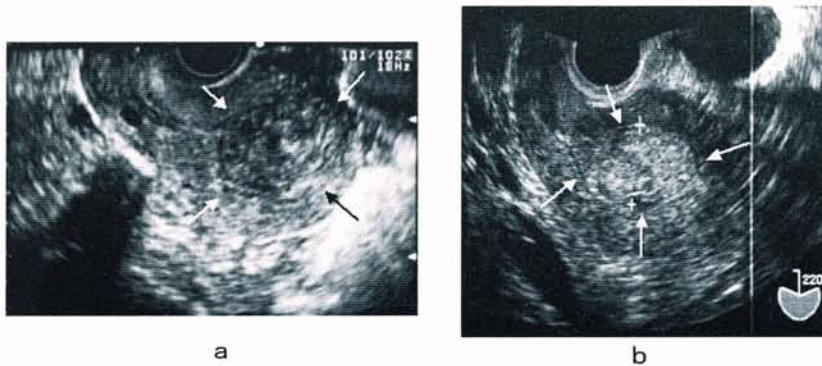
子宮体癌。筋層と異なる低輝度 (a) あるいは高輝度 (b) エコーを示す腫瘍性病変（矢印）として病巣が描出されている。
